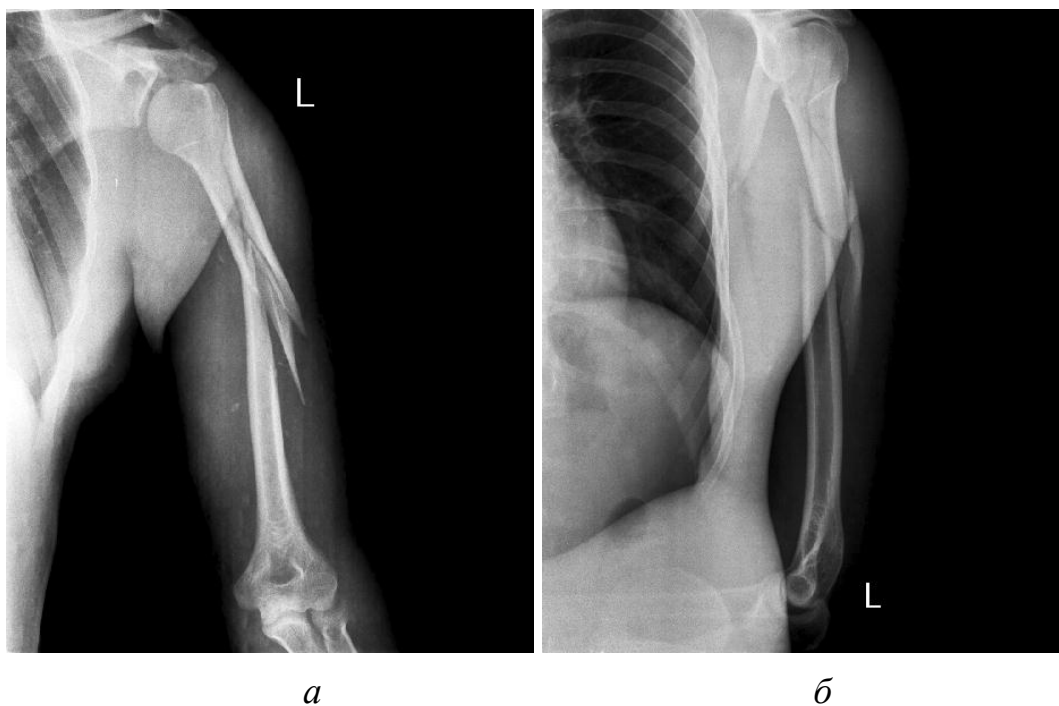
Рентгенограммы (а, б) пострадавшего К. с оскольчатым диафизарным переломом левой плечевой кости типа С при поступлении в клинику
